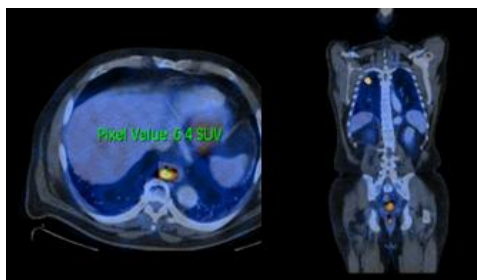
PET Scan. Captación del radiotrazador en el tumor cardial y en una metástasis pulmonar
